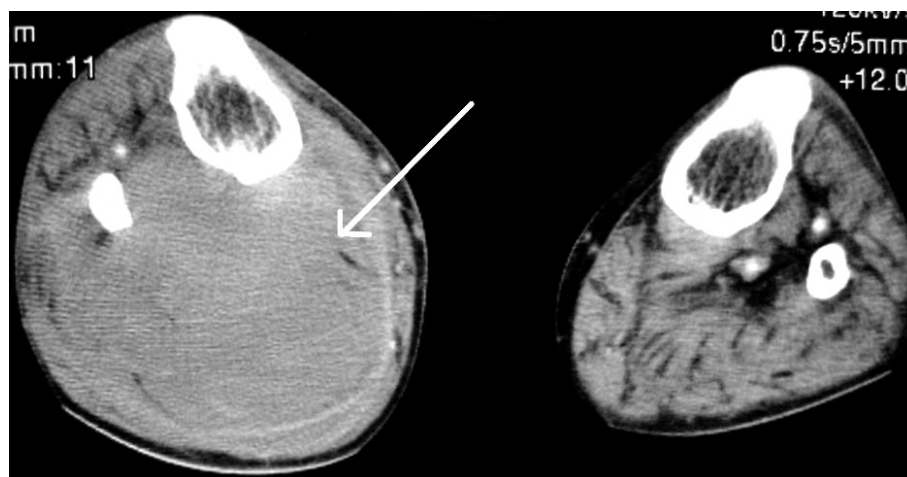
Computed tomography scans with contrast medium of the bilateral calves showing a large mass in the right calf with heterogeneity (arrow)
